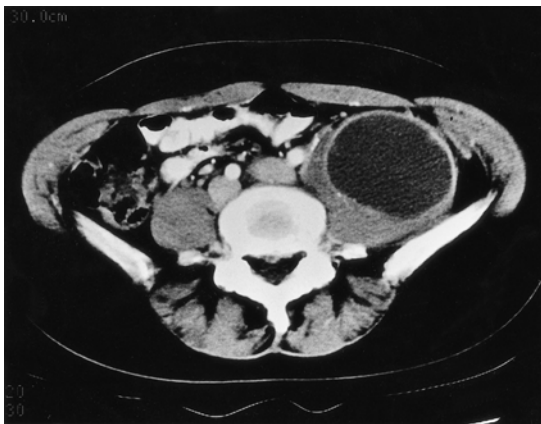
CT scan shows a low density mass in the left psoas muscle.
